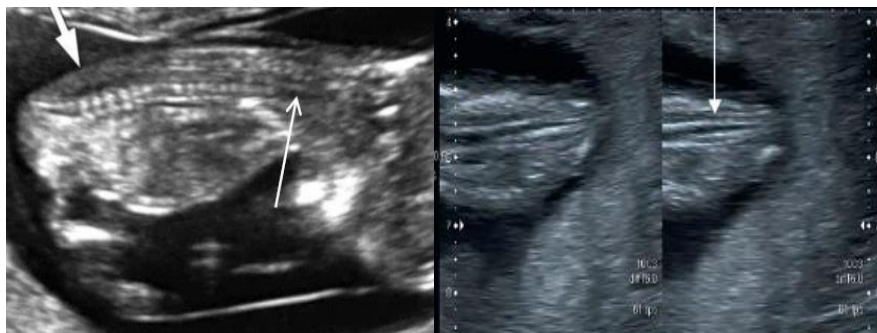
Visualización de la columna vertebral durante la ecografía del I Trimestre
